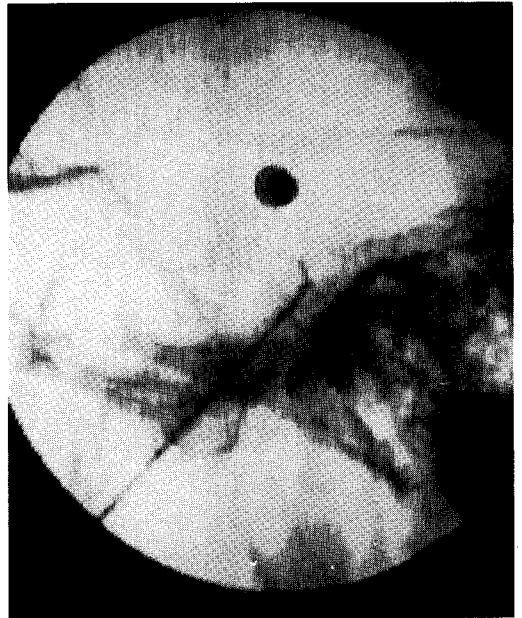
Curved tip TEW-TC electrode position for V2 ganglionotomy.
